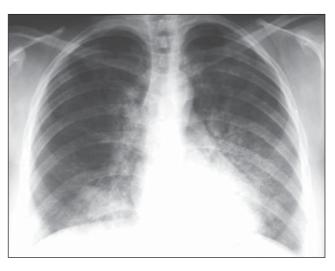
Radiografia de tórax em posteroanterior mostrando opacidades bilaterais do espaco aéreo predominando nas regiões paracardíacas.
